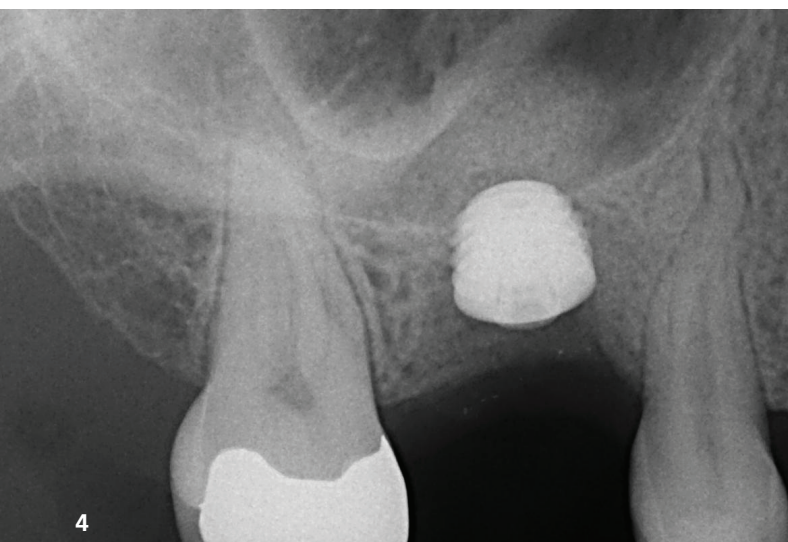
Röntgenkontrolle des minimalinvasiv durchgeführten internen Sinusliftes. Abb. 5: Reizlose Weichgewebsverhältnisse zwei Wochen nach Freilegung bei tiefer Implantatposition.
